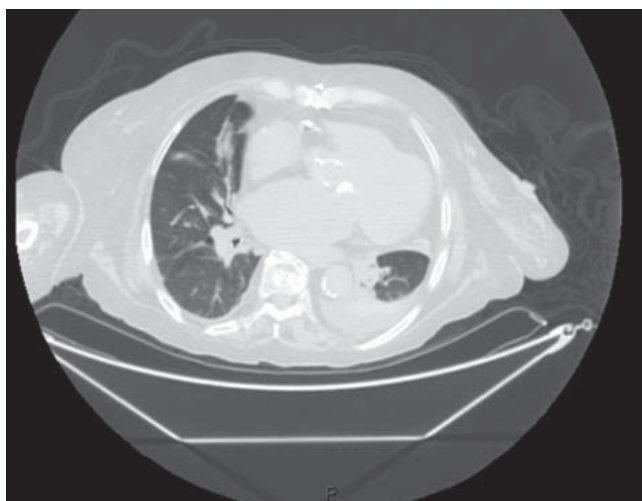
TAC simple de tórax donde se observa derrame pleural bilateral con atelectasia de tipo pasivo y laminares bibasales. Imagen sugestiva de ocupación alveolar de probable etiología inflamatoria infecciosa agregada.
